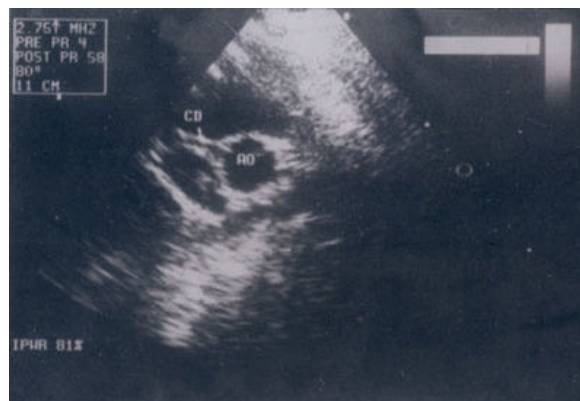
Doença de Kawasaki - Ecocardiograma evidenciando a presença de aneurisma em coronária (coleção Alda Bozza)
